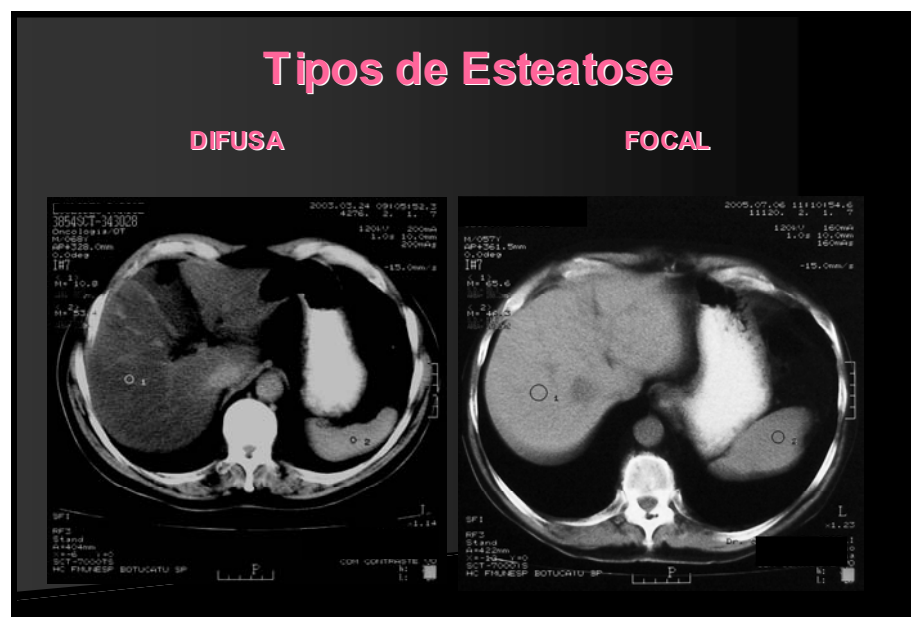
TC evidenciando esteatose difusa e esteatose focal.
